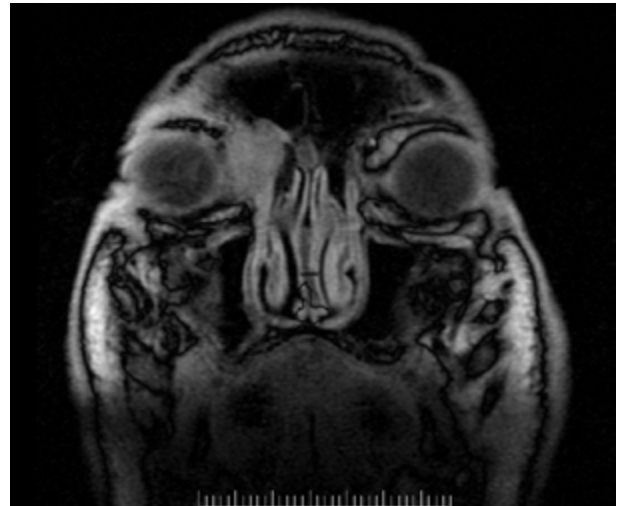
RMN. Masa tumoral de bordes difusos, isointensa, que no involucra el recto medial.
